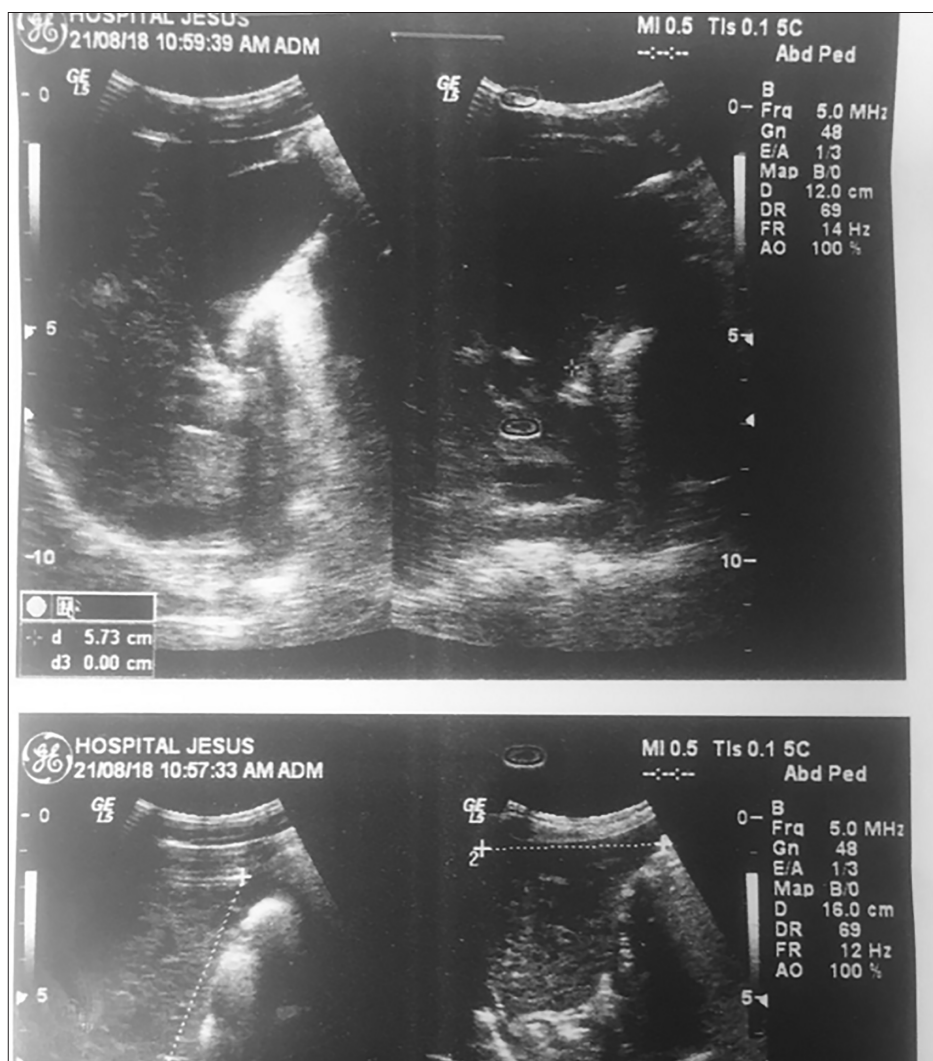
Ultrassonografia abdominal.
